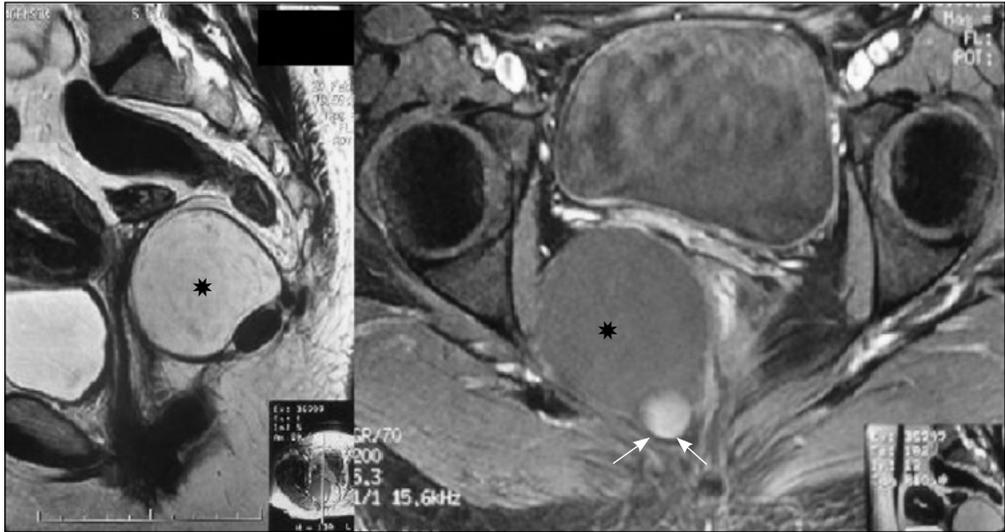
a. Imagen de RM (corte sagital, secuencia potenciada en T2). Lesión quística en espacio pararectal bajo derecho con márgenes bien definidos desplazando el recto hacia el lado izquierdo (asterisco negro). b. Imagen de RM (corte axial, secuencia potenciada en T1). Lesión quística (asterisco negro) que presenta en región posterior un polo de 2 x 1,5 cm que muestra una señal hiperintensa en T1, sugestivo de un pequeño sangrado subagudo (flecha blanca).
